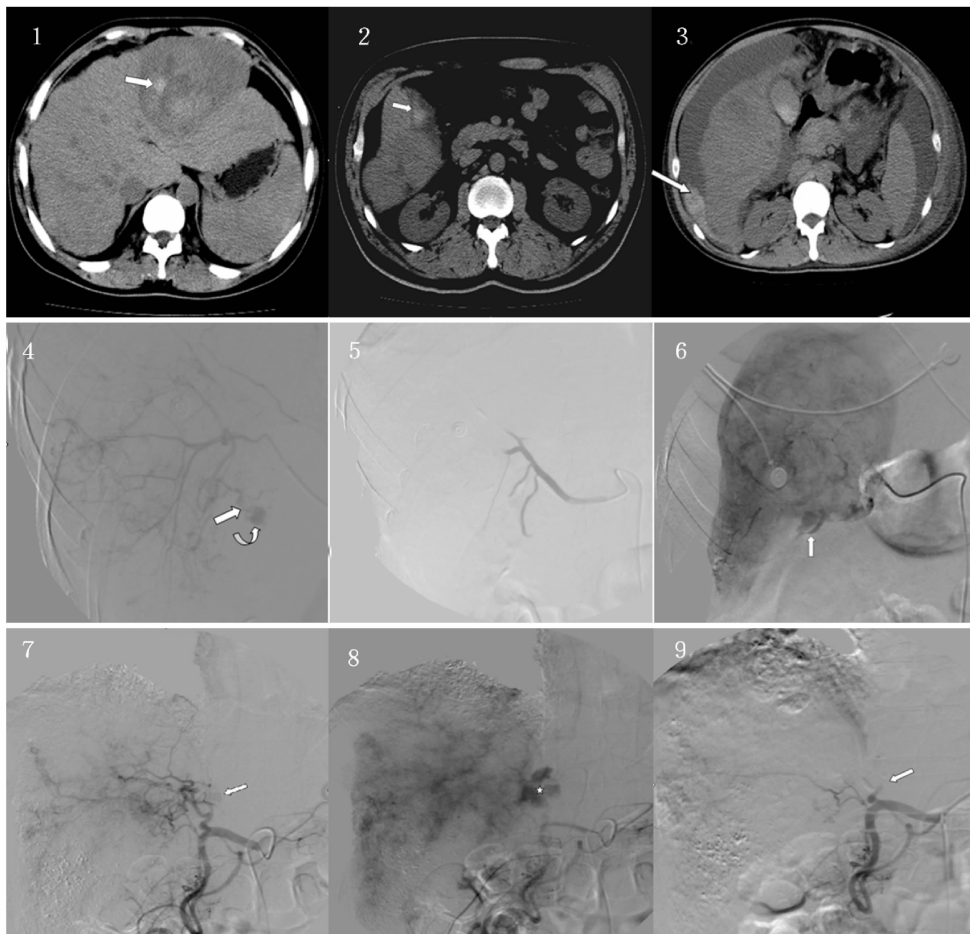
为 CT 平扫显示肿瘤呈低密度,肿瘤内见多发斑片状高密度出血灶(白箭);图 2 显示肝被膜下局限性高密度出血灶;图 3 显示肝周大量腹腔积液,腹腔积液内可见高密度影,提示肝癌破裂出血;图 4、图 5 为同一患者,图 4 示洒血的小动脉(白箭),并可见类圆形均匀染色出血灶(弯箭),图 5 为明胶海绵颗粒栓塞术后,肿瘤动脉完全闭塞。图 6 显示肿瘤下缘造影剂外溢。图 7~图 9 为同一患者,图 7 示 DSA 动脉早期可见肝左动脉处浅淡均匀斑片状染色,图 8 示实质期肝门区渗漏的造影剂(☆所示区域),图 9 示明胶海绵栓塞后肝左动脉闭塞,未见造影剂渗漏
